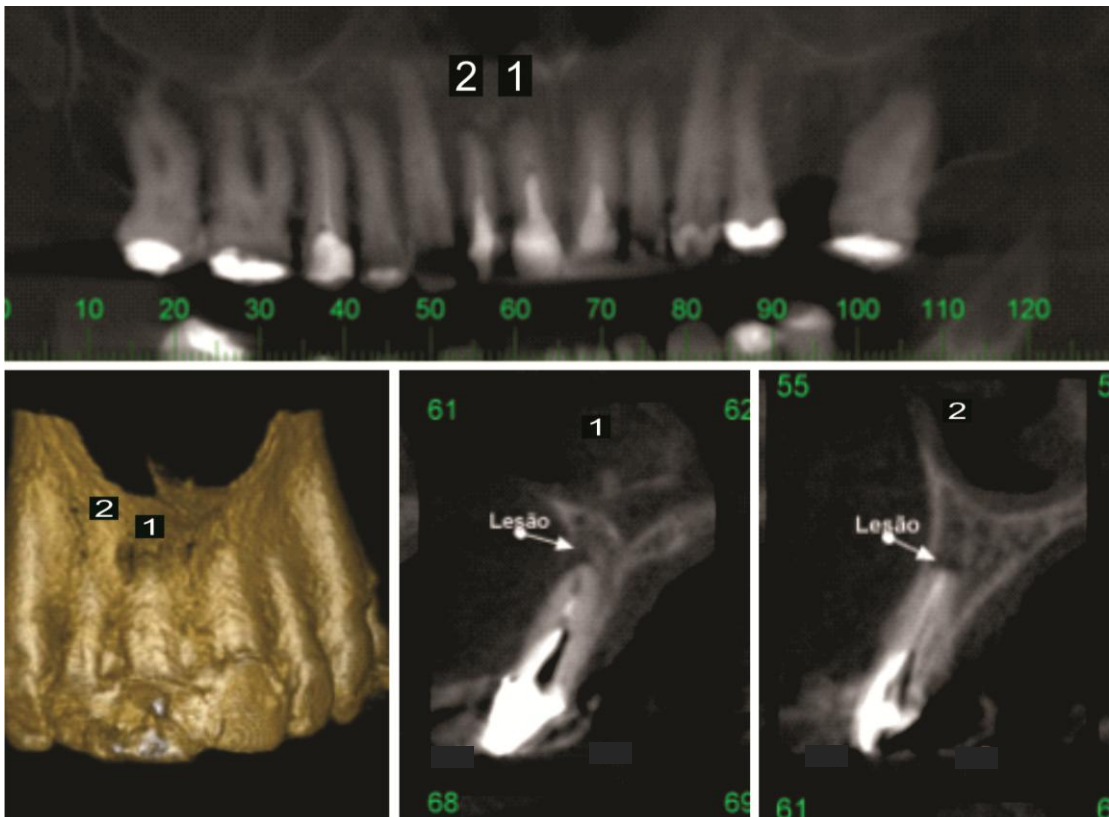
Feridas perirradiculares de dois dentes de um paciente quantificadas por tomografia. Dente 1 retroobturado com cimento PBEA; dente 2 retroobturado com cimento MTA.
